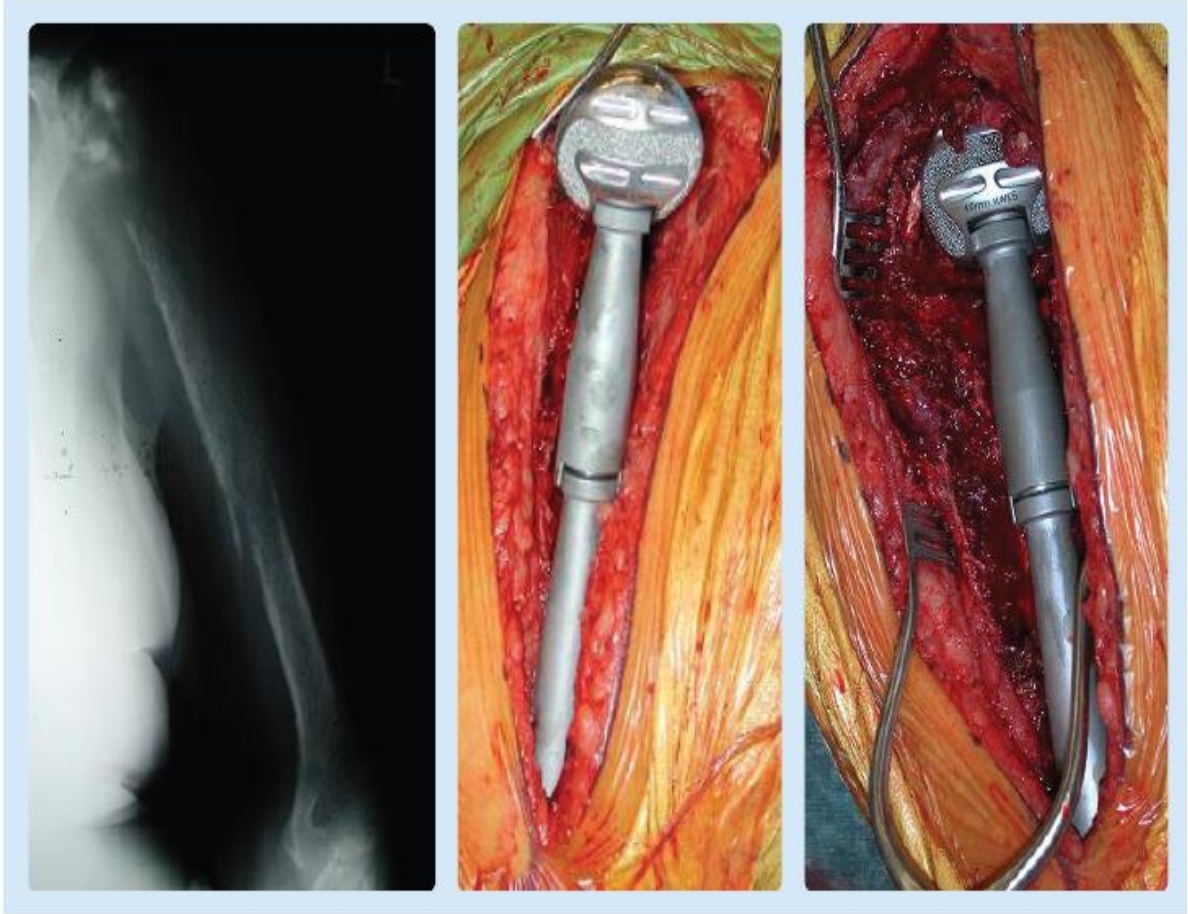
Fracture pathologique : Radiographie préopératoire montrant une destruction métastatique sévère de l'humérus proximal et des images peropératoires de remplacement total de l'humérus. [110]
